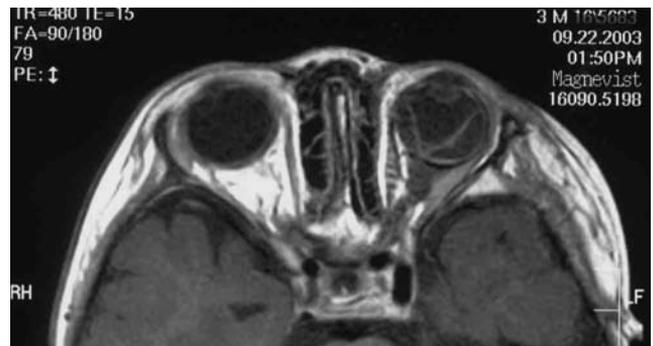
最近のMRI（上T₁，下T₂）：腫瘍の再発は認められない。網膜剥離を認める。
